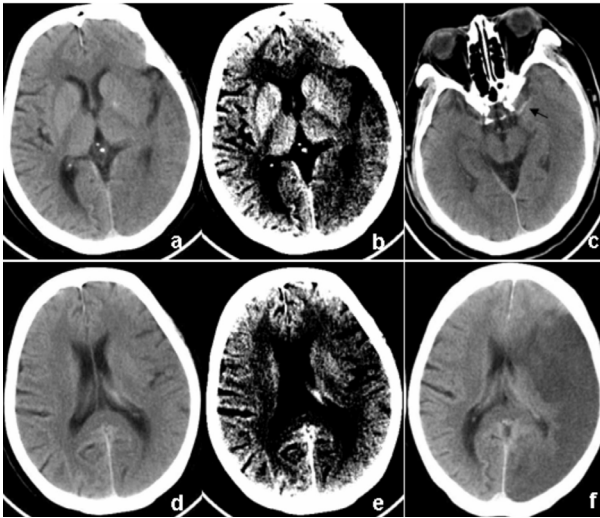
患者37岁，女性，右侧肢体无力，接受CT检查时发病5小时。基线图像为a-e，f为3天后复查图像。
